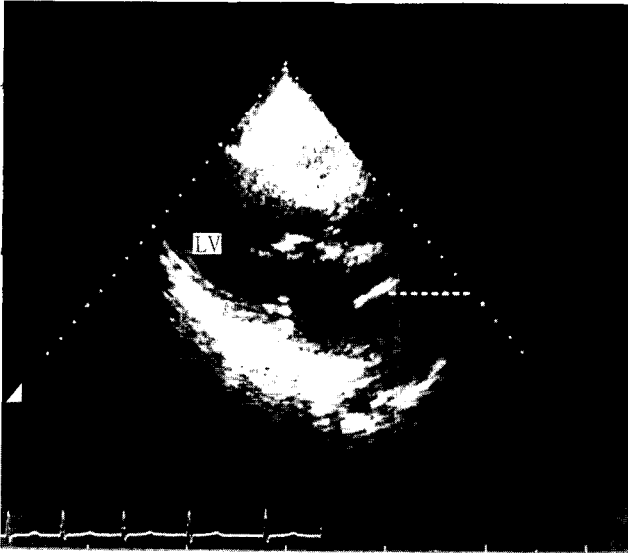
Preoperative 2-D echocardiogram. A dotted line indicates the anomalous membrane in left atrial cavity. LA: left atrium, LV: left ventricle, S: intra-atrial septum.
